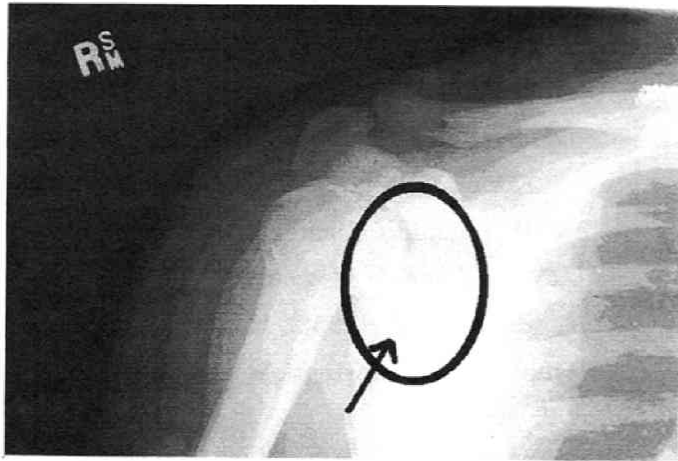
Immediate post-injury X-ray (August 14, 2006).
